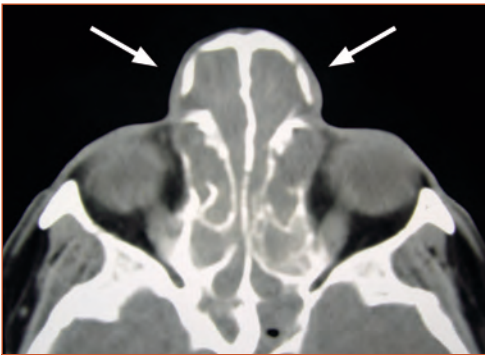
TC axial revelando o alargamento da pirâmide nasal.
